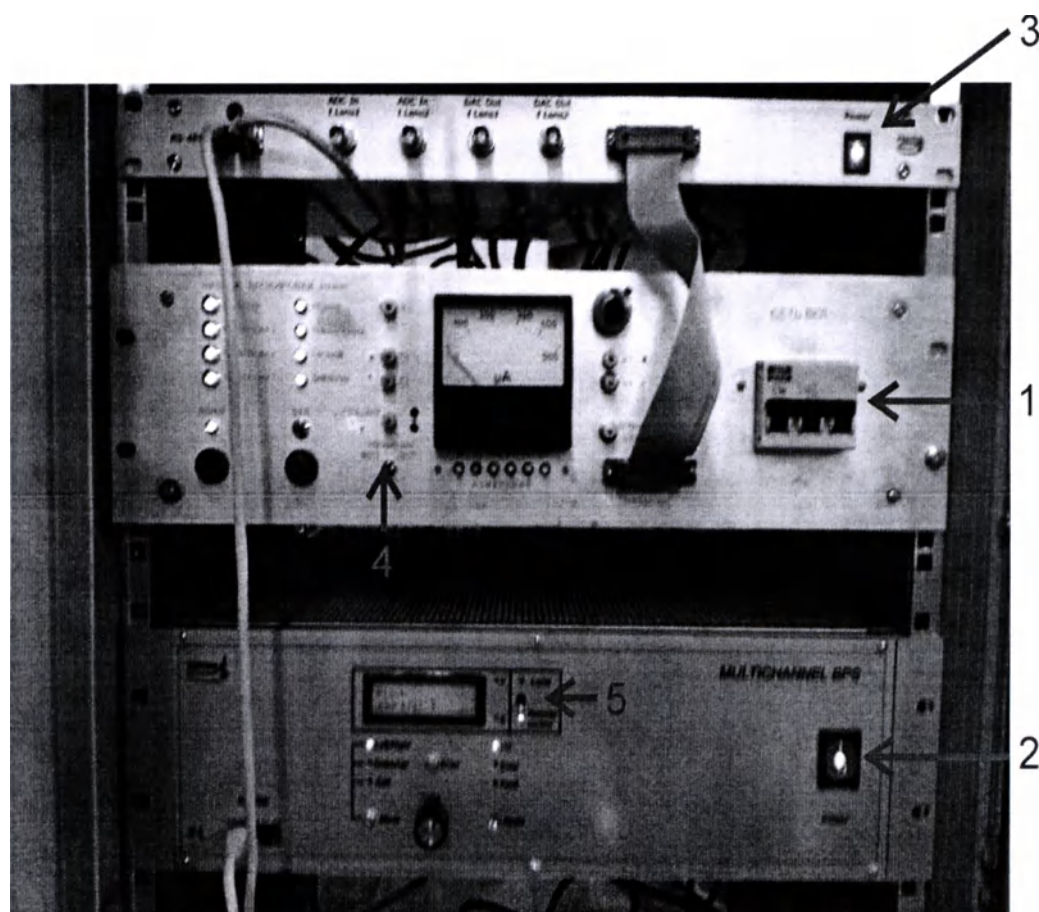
Стойка питания малодозной рентгеновской трубки
